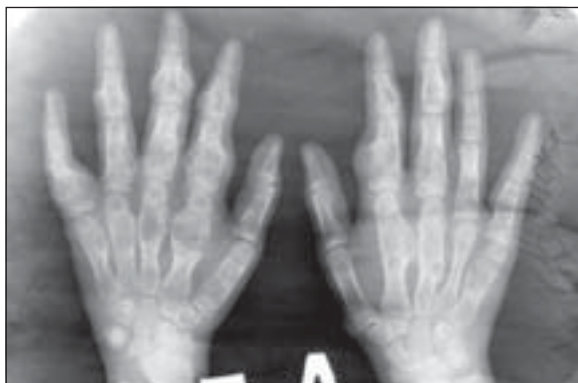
Хвороба Ollier. Оглядова рентгенограма
